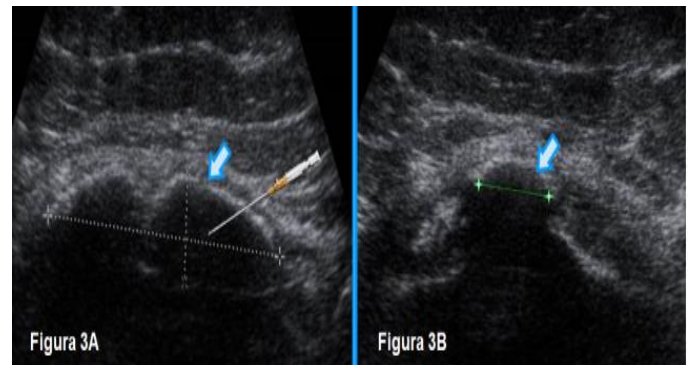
A) Ecografía de las bolsas calcificadas en el SPE con sus diámetros (flecha azul); B) Ecografía de la calcificación inicial del LCM en el SPE (flecha azul). Los diámetros fueron de 37x9x17 mm.
